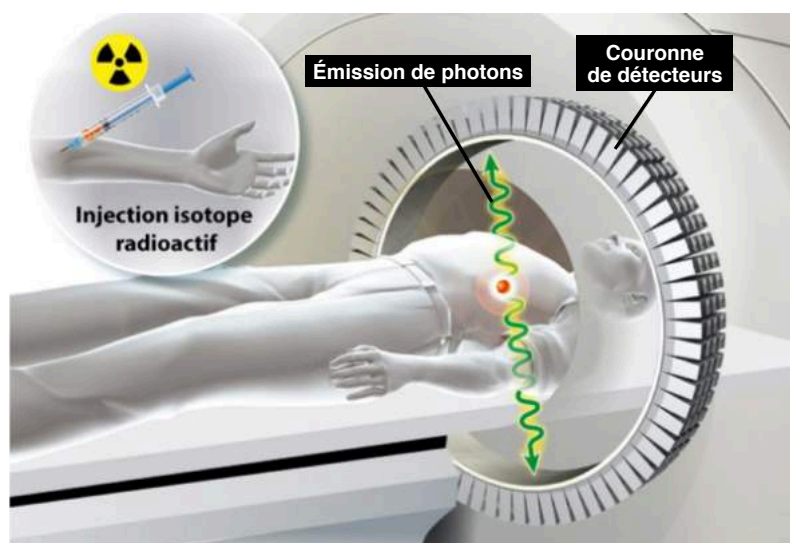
Principe de l'examen du PET-scan.
